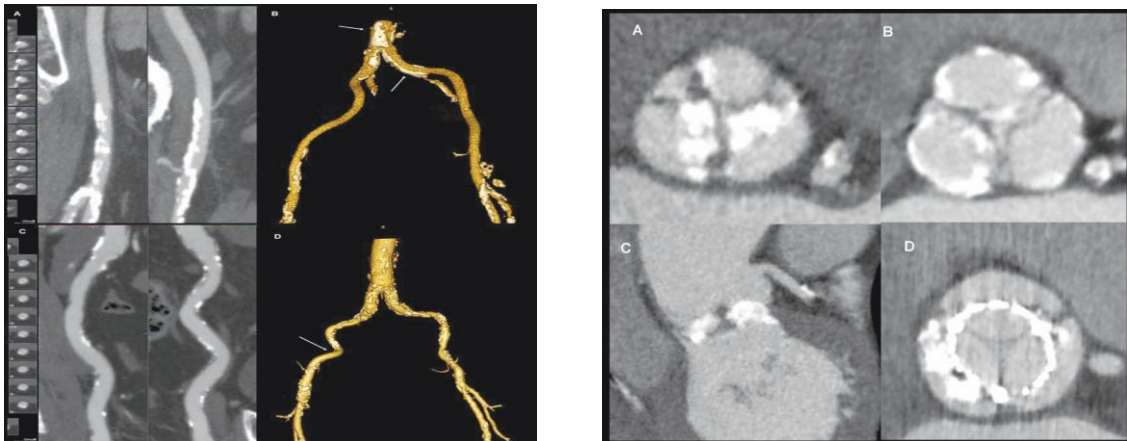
Esquerda – Avaliação das artérias periféricas e da aorta com TAC-MC. Retirado de Serruys, 2010, “TAVI”, pág.46. Fig.13 Direita - Avaliação da extensão e localização das calcificações da VA. Figura retirada de Serruys, 2010 “TAVI”, pág. 48
